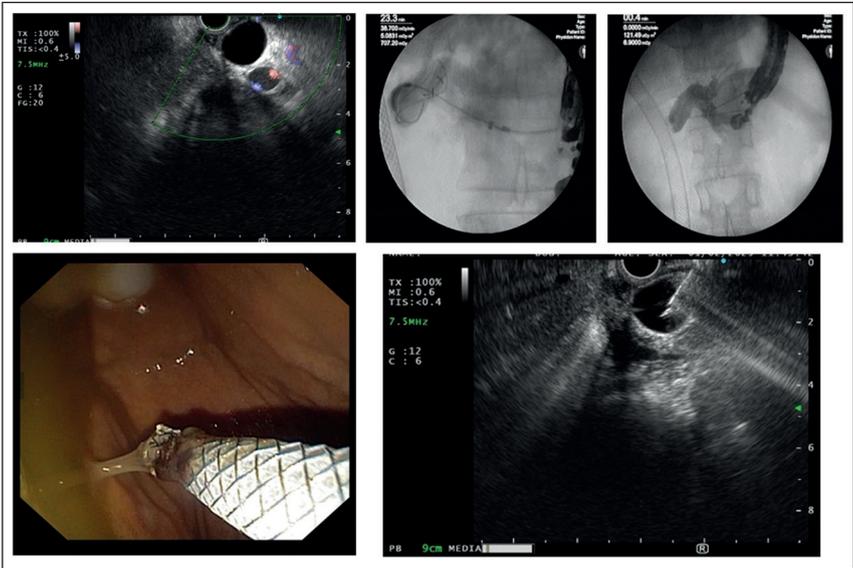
EUS HGS, realizada con Vinay Dhir y su grupo del IDL Care en Mumbai. Lugar de training en EUS Avanzada. Punción desde el lóbulo izquierdo del hígado de un radical B 2, paso de la guía y contraste, paso del stent previa dilatación del trayecto con citostomo, 6 Fr. Se dejó stent biliar largo tipo GIOBOR. (Autorizado por Vinay Dhir – paciente hecho en mi training en endosonografía terapéutica al lado de Vinay Dhir y su grupo del Raheja Hospital Mumbai – ILD Care team).
